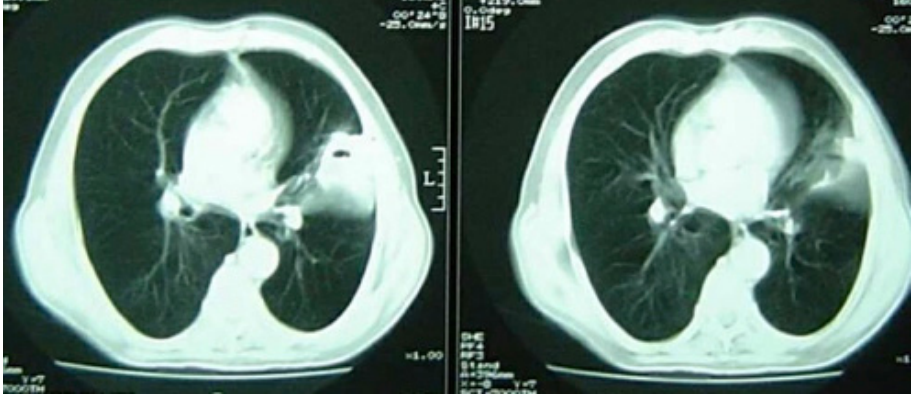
(a) Elli dokuz yaşında erkek hastada sol üst adenokarsinom tanısı ile yapılan videomediastinoskopik lenfadenektomide (VAMLA) sol alt paratrakeal gangliyon (4L) tümör invazyonlu olarak raporlandı. Hasta definitif kemoradyoterapiye yönlendirildi. (b) Aynı hastada definitif kemoradyoterapi sonrası çekilen toraks BT’de tümörün küçüldüğü izleniyor. EBUS-TBIA ile 4L istasyonunda tümör olmadığı izlendi. Bu arada gelişen plevral efüzyonunda tümör (-) olduğu görüldü ve olguya sol üst lobektomi yapıldı.
